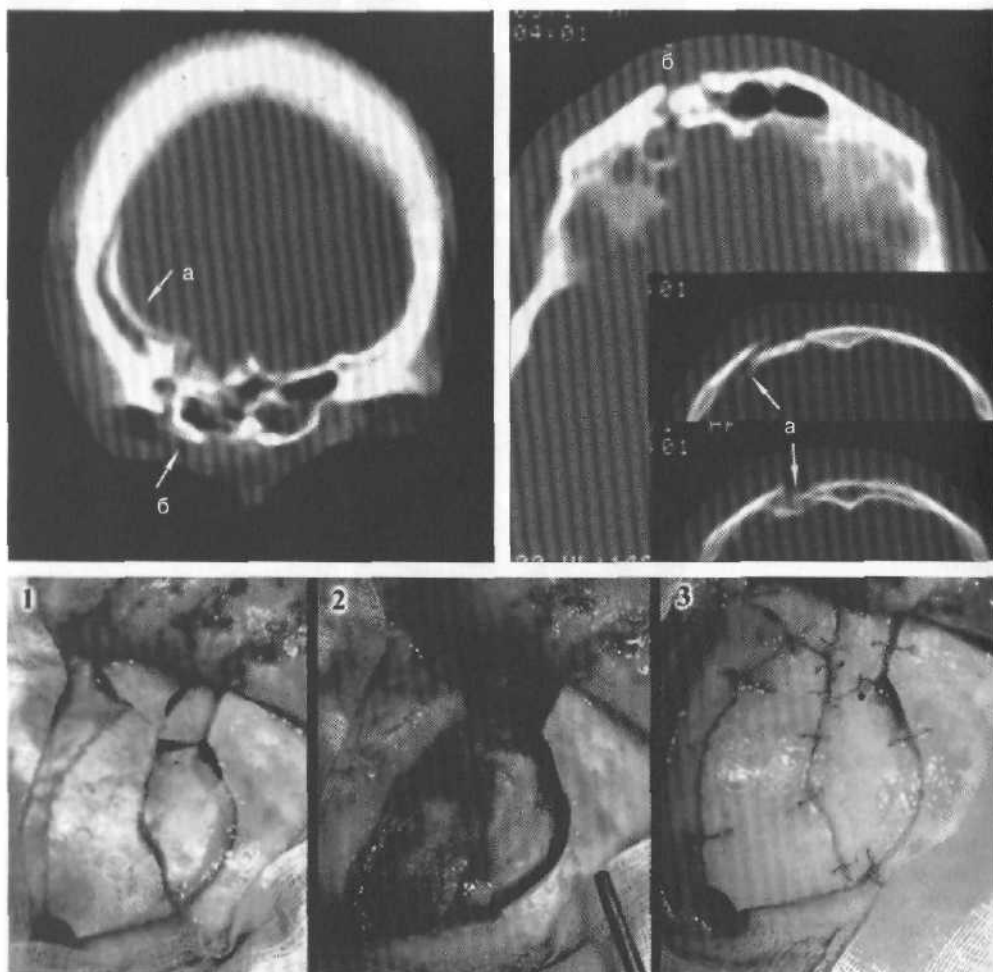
Реконструкция вдавленного перелома лобно-орбитальной области справа у больного 42 лет. Вверху рисунка КТ — фронтальные и горизонтальные срезы (а). Интракраниально расположенные вдавленные костные отломки (б). Зона вдавленного перелома: 1 — общий вид (интраоперационные снимки); 2 — костные отломки извлечены; 3 — реконструкция с использованием проволоочных швов.
